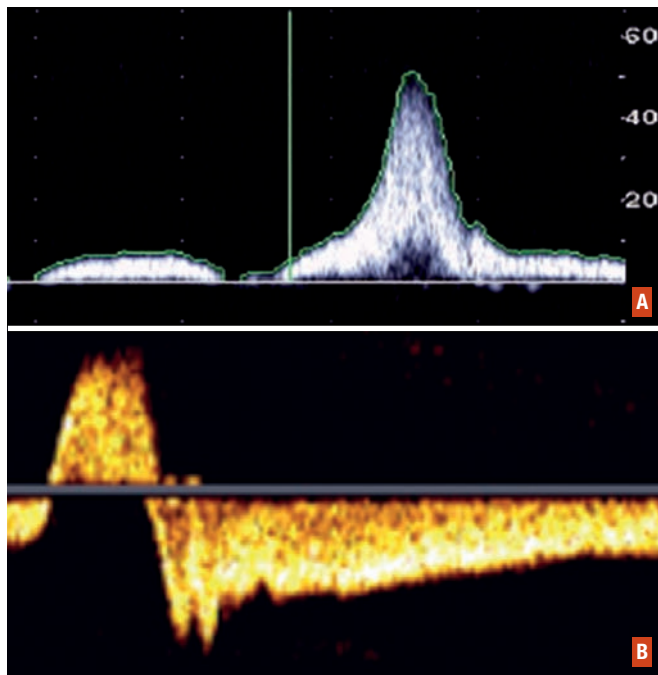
Évaluation d'une insuffisance veineuse à l'écho-Doppler.
